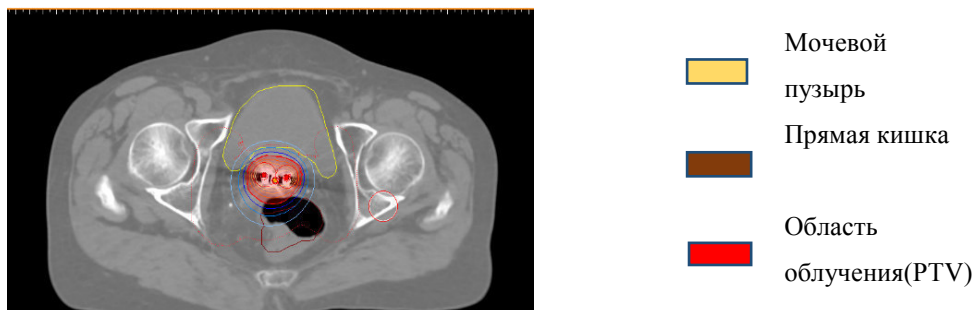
КТ-срез с контурами критических органов и PTV, сделанными в HDRPlus
